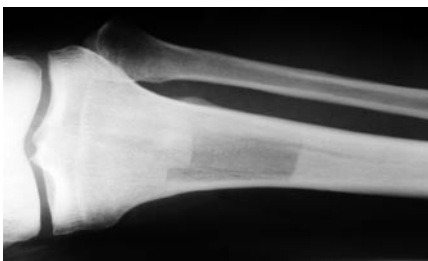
Рентгенограмма большеберцовой кости после забора трансплантата
